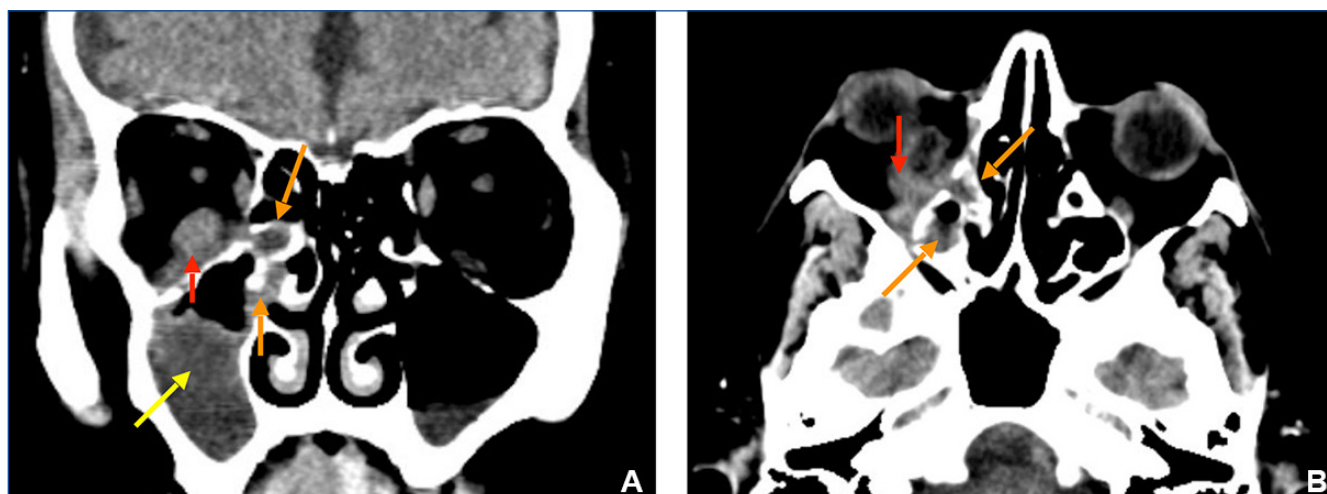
Imagen de la TC orbitaria coronal (A) y axial (B) del paciente, donde se observa ocupación de seno maxilar (flecha amarilla) y celdillas etmoidales derechas (flechas naranjas) junto con engrosamiento del músculo recto inferior derecho (flecha roja).
